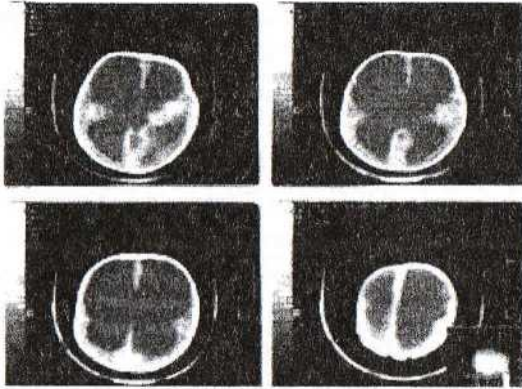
КТ обстеження - гідроцефалія.
